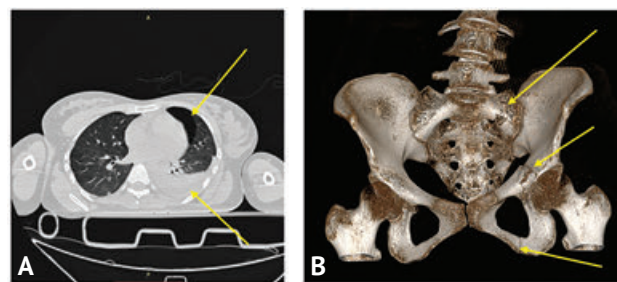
Компьютерно-томографические сканограммы больной Д. А — левосторонний «малый» гидронефроторакс; В — множественные переломы костей таза (3D-реконструкция)
